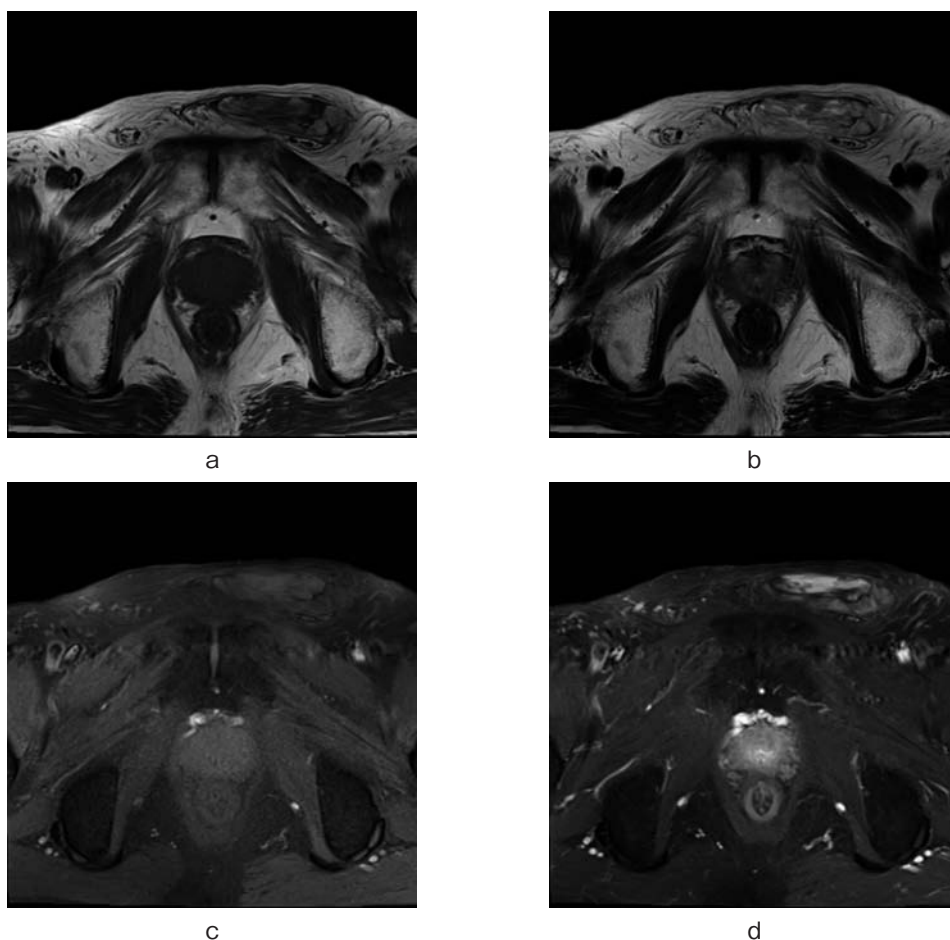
a, b: T1- and T2-weighted magnetic resonance imaging scans showing that the left inguinal mass has hyperintense and hypointense areas. c, d: The mass contains suppressed areas on a fat-suppressed image, and it shows partial enhancement.
